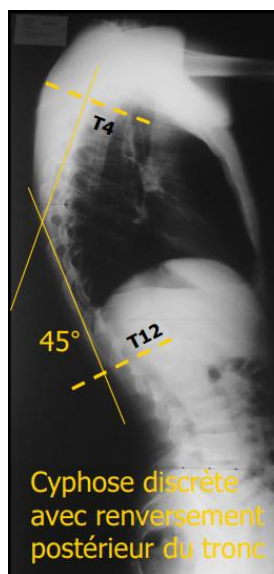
MESURE DE L'ANGLE DE CYPHOSE SUR RADIOGRAPHIE DE PROFIL [32]
